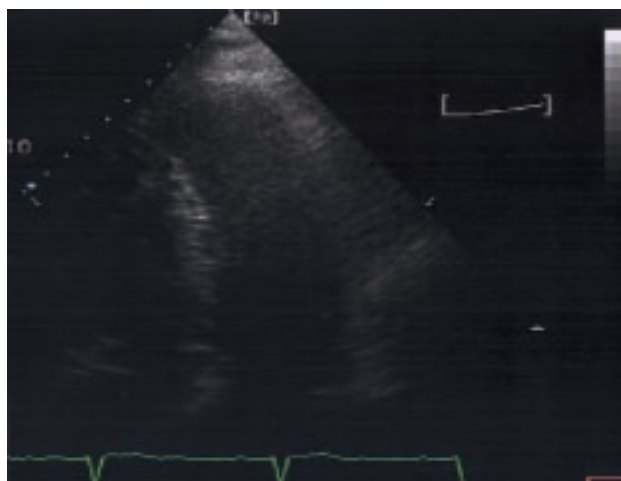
Plano apical 4 cámaras donde se visualiza en modo fundamental una escasa resolución de la imagen, sin que se pueda apreciar con claridad el borde endocárdico ni la existencia de miocardiopatía hipertrófica.
